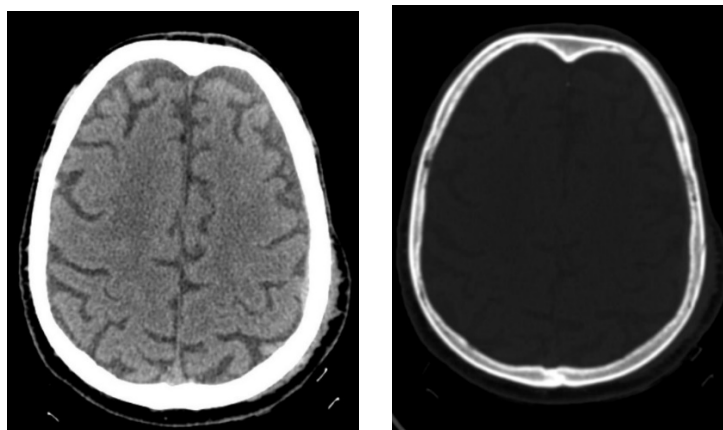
КТ головы от 23.10.2019
